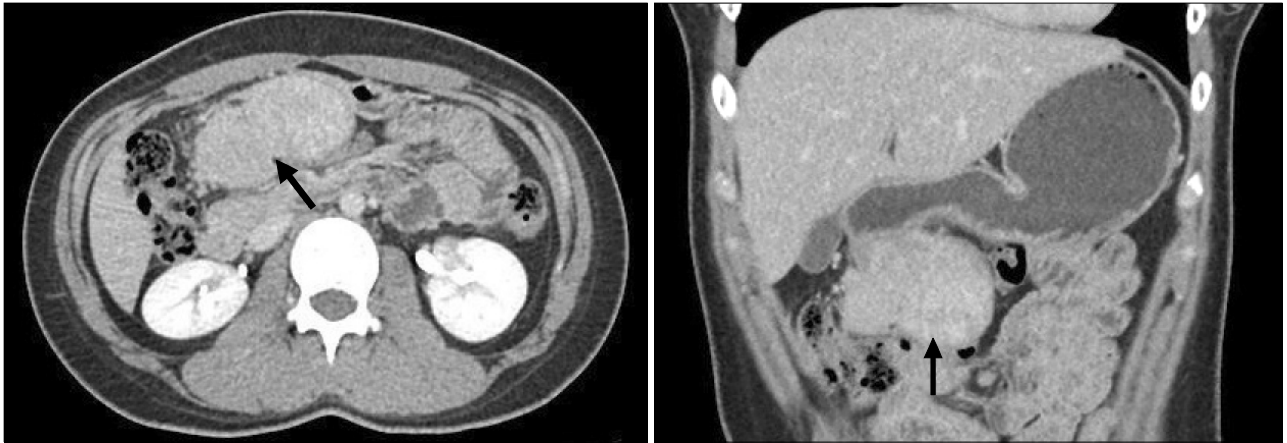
Abdominal computed tomography shows a 7×4 cm sized homogeneous enhancing mass (arrows) between stomach and transvers colon.
